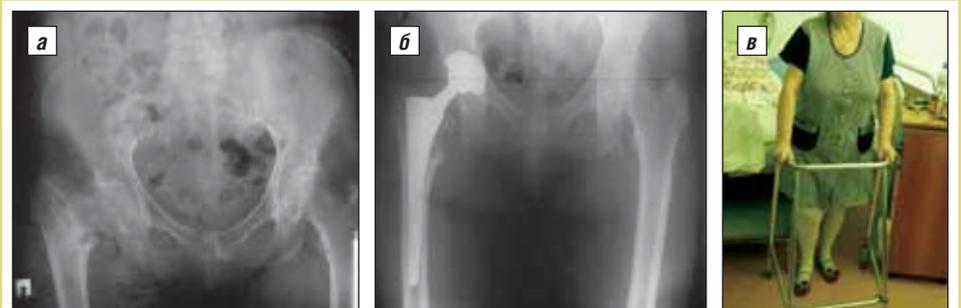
Рентгенограммы пациентки Б.: а – при поступлении; б – после операции; в – внешний вид после операции
